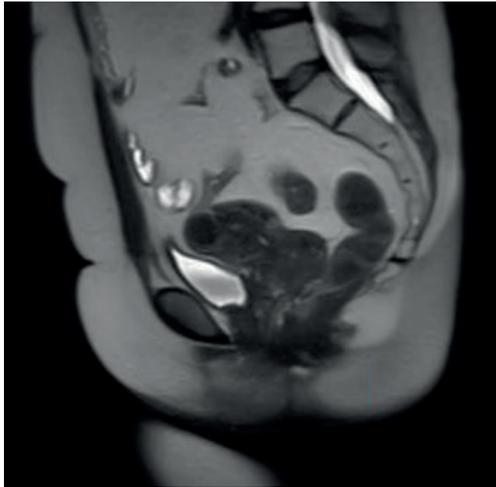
RM con contraste tras finalizar RT con el fin de adaptación de terapia. Se objetiva una buena respuesta al tratamiento con disminución muy significativa del volumen de tumor. Actualmente, solo se aprecia imagen de aspecto tumoral afectando al fondo de saco vaginal en el lado izquierdo que mide aproximadamente 2,5 cm de diámetro máximo. No se aprecian otras alteraciones significativas.
